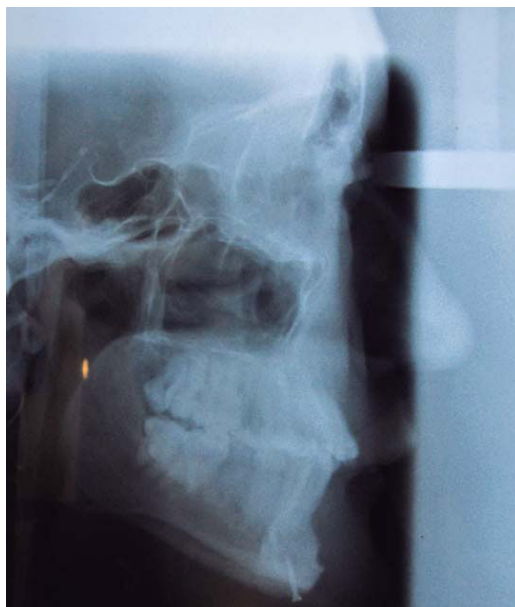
Radiografía cefálica. Relación maxilomandibular aceptable. Presencia de tornillo en sínfisis mandibular.
